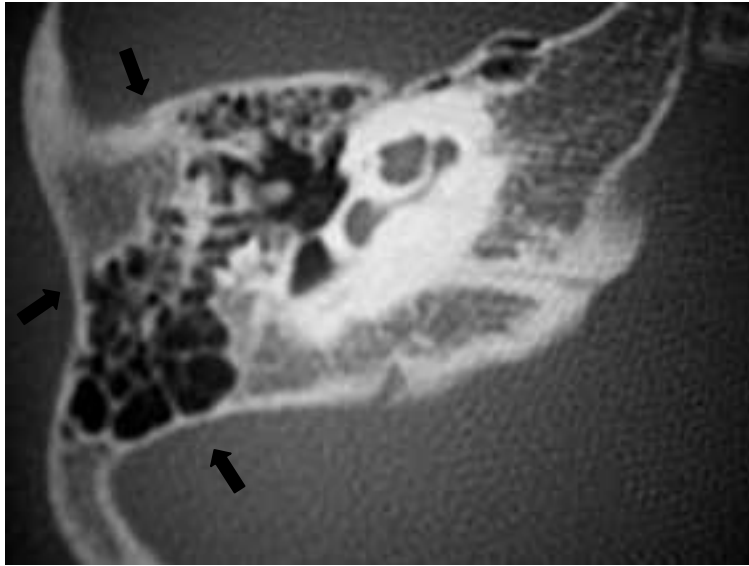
Corte axial de TC del oído derecho con adecuada neumatización de la mastoides (*flechas negras*).
